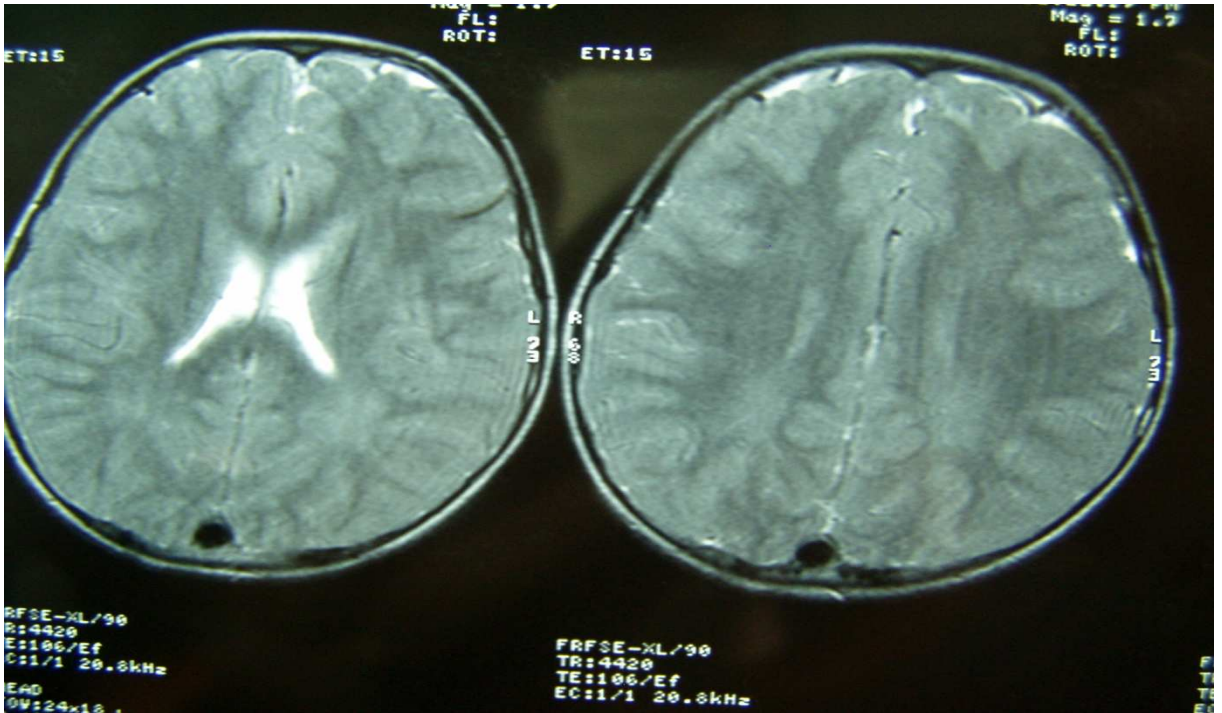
Tanıdan 30 ay sonra MRG bulgusu, klinik evre IIIB
